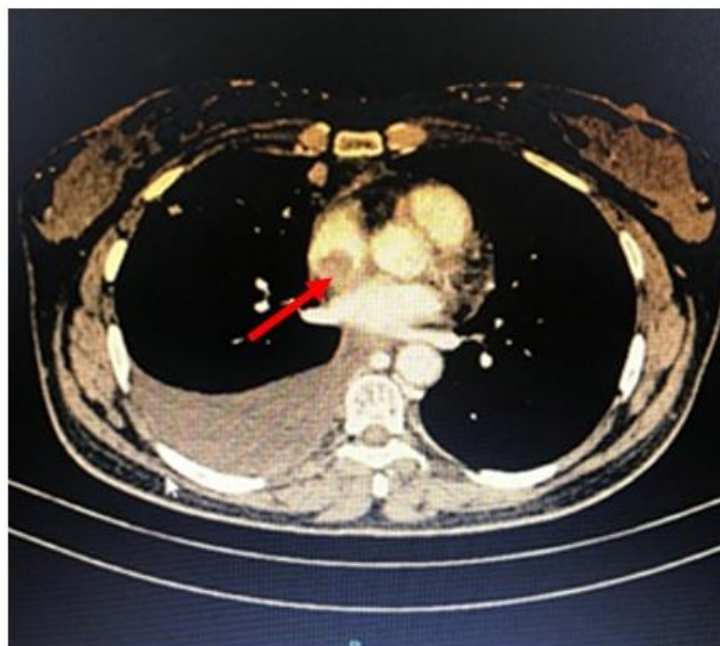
Angiotomografia de tórax com evidência de massa em átrio direito (seta vermelha).
